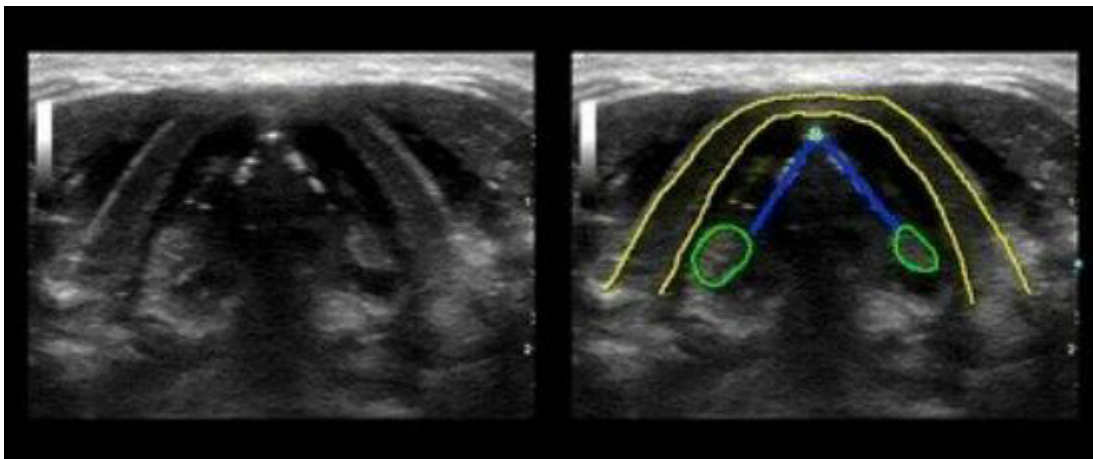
Ecografia laringelui. Scanare transversală a liniei mediane asupra cartilajului tiroidian. Corzile vocale (albastru închis); comisura anterioară (albastru deschis); cartilaje aritenoidice (verde); cartilaj tiroid (galben).
